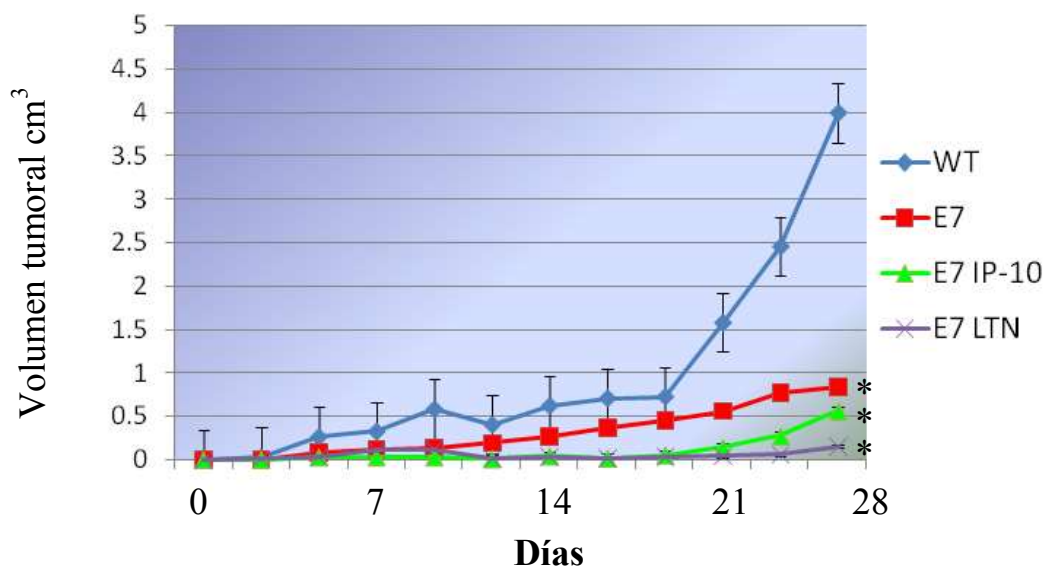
Las cepas de *L. lactis* secretoras de IP-10 y linfotactina aumentan el efecto de protección antitumoral de la cepa que expresa E7. Las diferentes cepas de *L. lactis* que secretan IP-10, linfotactina y/o E7 se administraron intranasalmente a los días 0, 14, 28 y 32, y cinco días después se implantaron las células TC1. El desarrollo del tumor se midió cada tercer día. * $p < 0.001$.
